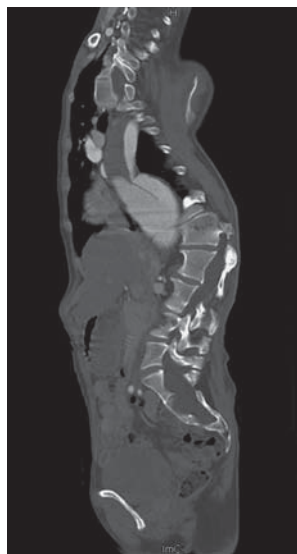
Preoperative visualization. a – CT-angiogram revealed juxtarenal AAA and an aberrant renal artery. b – 3D reconstruction of CT image.
